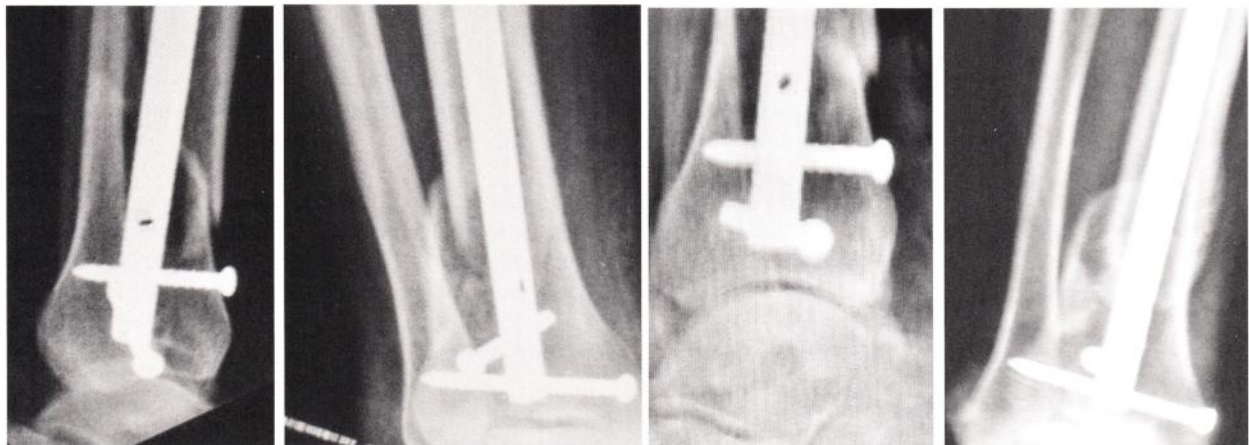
Radiografía correspondiente al post operatorio inmediato que muestra la lesión esquelética de un paciente tratado con esta técnica.
